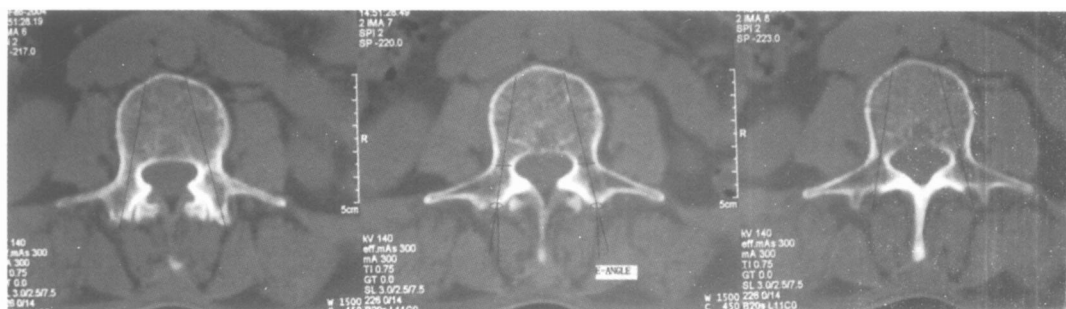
术前椎弓根轴心 CT片(椎弓根最宽处的片子)获得螺钉入点、内聚 E角、长度、直径
